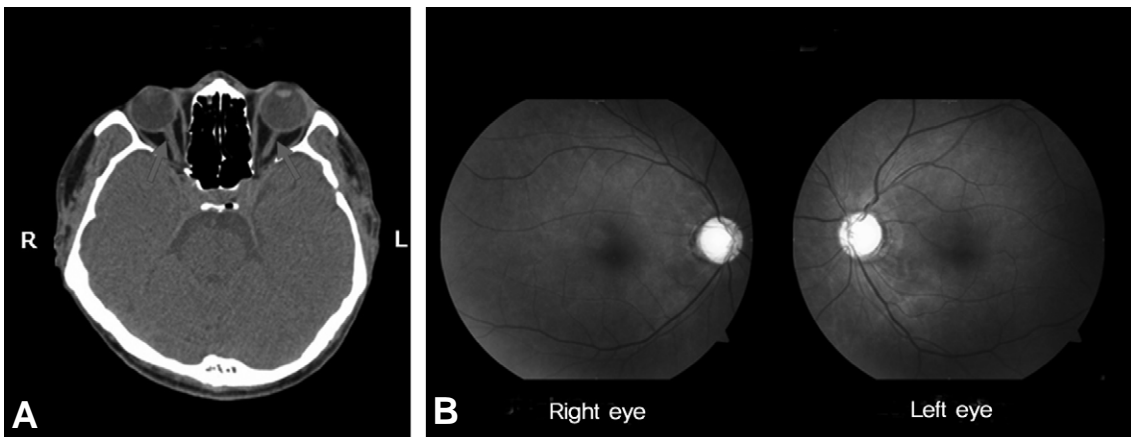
(A) Orbit and facial computed tomography at 2 months after closed head-injury shows bilateral optic nerve atrophies (arrows) without any evidence of direct trauma to optic nerve by orbital rim fracture. (B) The fundoscopic examination of both eyes at 3 months after injury shows bilateral optic discs pallors.
